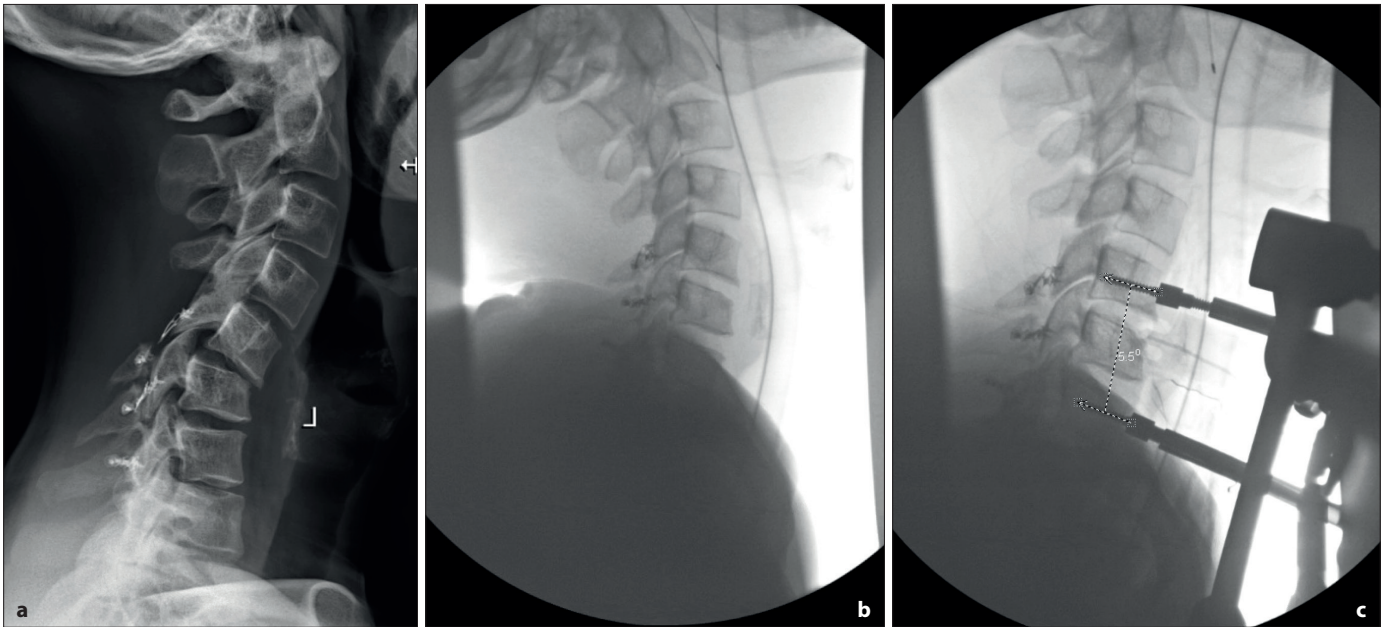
Un ejemplo representativo del abordaje anterior-posterior. a Radiografía sagital en posición de pie. b Radioscopia que muestra al paciente en posición para realizar el primer paso por vía anterior. c Radioscopia que muestra al separador de Caspar manteniendo la lordosis. ▶
